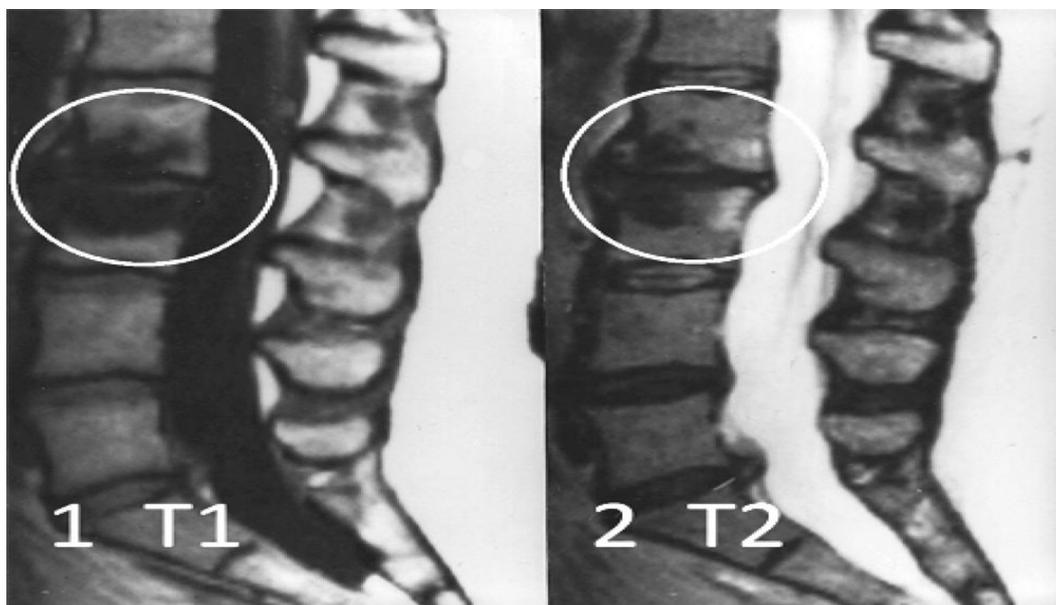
№10. Изменения на МРТ по типу MCh3: 1 - гипоинтенсивный сигнал на T1-ВИ; 2 - гипоинтенсивный сигнал на T2-ВИ
